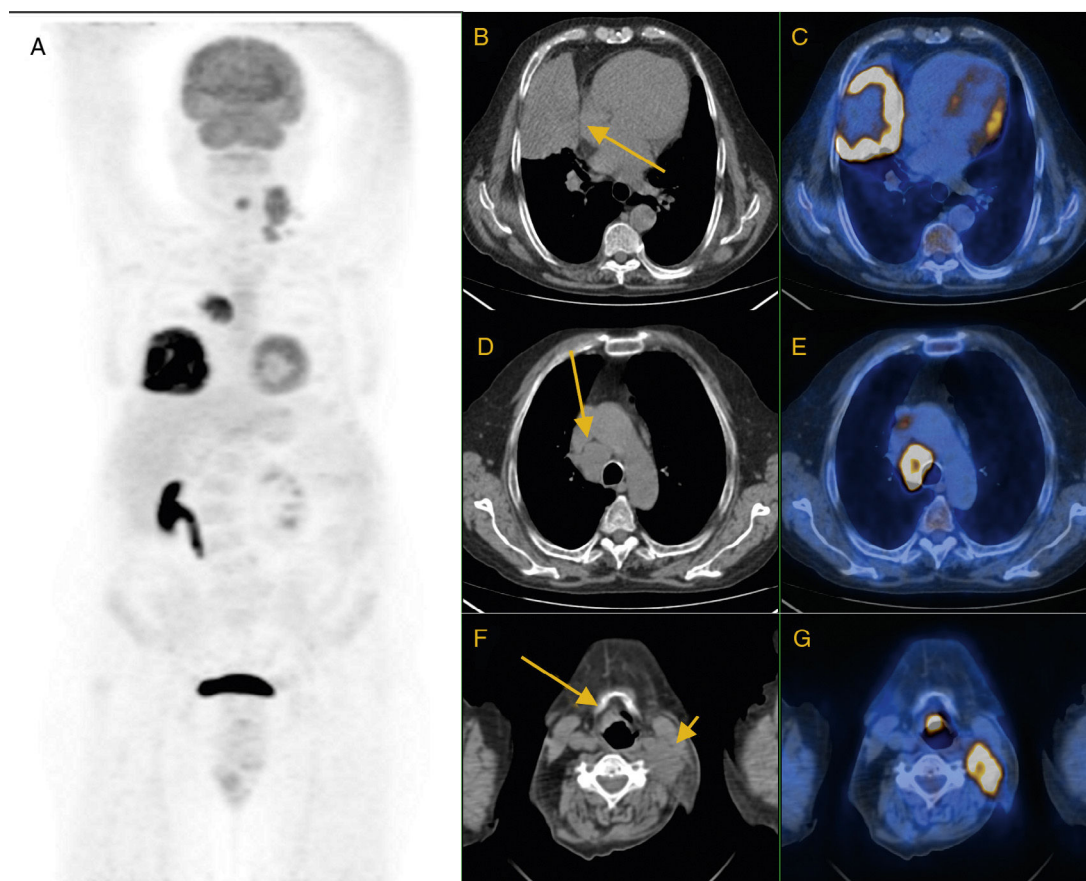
Mujer de 58 años con imagen de condensación en pulmón derecho, detectada en una radiografía simple. Además, en la exploración física se observa una masa laterocervical izquierda. Se solicita estudio PET/TC para valoración de condensación pulmonar y probables adenopatías en el cuello. A) Imagen MIP. B y C) Corte transversal de TC con ventana de mediastino e imagen de fusión PET/TC en donde se observa una masa con una distribución muy heterogénea y patológica de la FDG por importante componente necrótico-quístico en el lóbulo medio compatible con neoplasia de pulmón (flecha). D y E) Corte transversal de TC con ventana de mediastino e imagen de fusión PET/TC en donde se identifica una adenopatía necrótica hipermetabólica en región paratraqueal derecha (flecha) y de menor tamaño en espacio prevascular derecho. F y G) Corte transversal de TC con ventana de mediastino e imagen de fusión PET/TC en donde se detecta un discreto engrosamiento hipermetabólico en epiglótis compatible con neoplasia sincrónica en hipofaringe (flecha) y conglomerado adenopático hipermetabólico con componente necrótico en región laterocervical izquierda.
